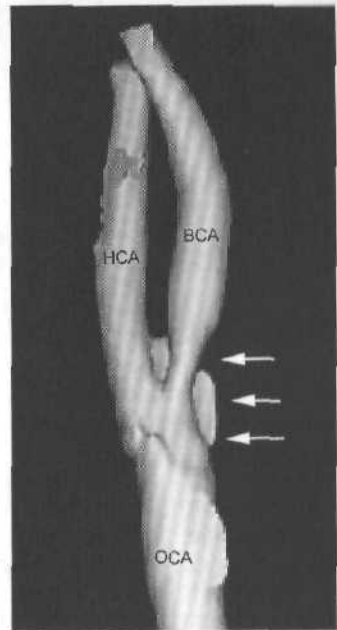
Спиральная КТ-ангиография. Атеросклеротический стеноз устья ВСА. ►
